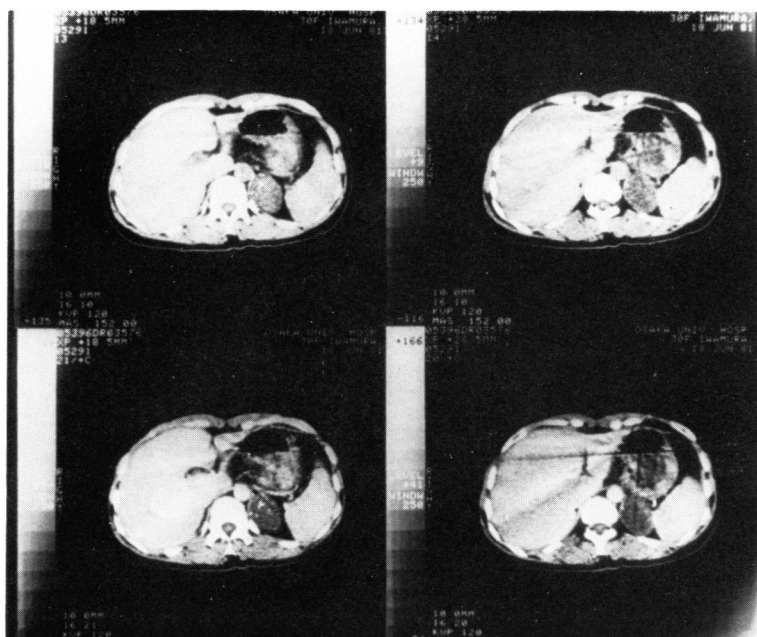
CT scan showing the presence of cystic mass with sandy calcifications at the left suprarenal region
